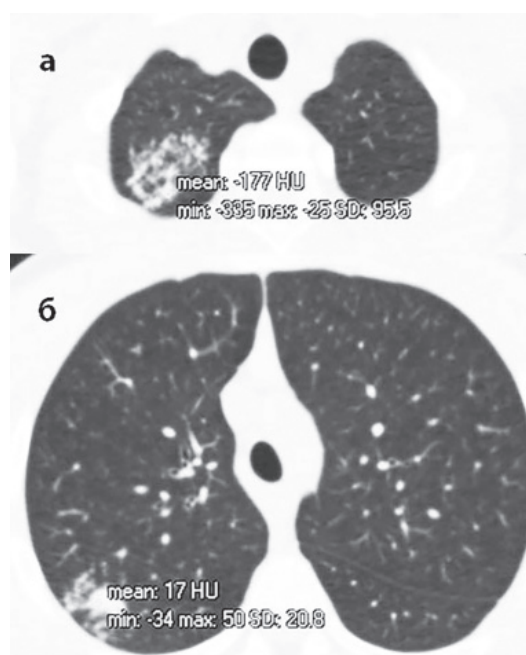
Аксіальний зріз КТ хворого К. на рівні S₁ (а) та S₂ (б) верхньої частки правої легені після завершення ОК АМБТ.
